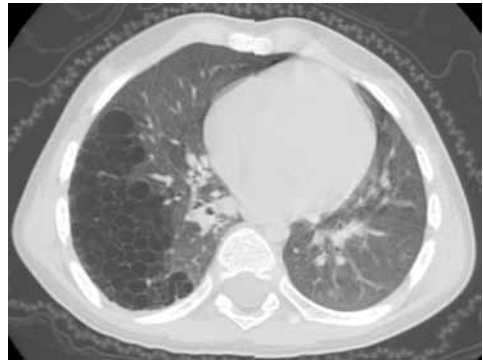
Κυστική αδеноματοειδής δυσπλασία τύπου I. Η CT απεικονίζει στο δεξιό πνεύμονα κύστεις μεγαλύτερες του ενός cm και μετατόπιση του μεσοθωρακίου προς τα αριστερά.
